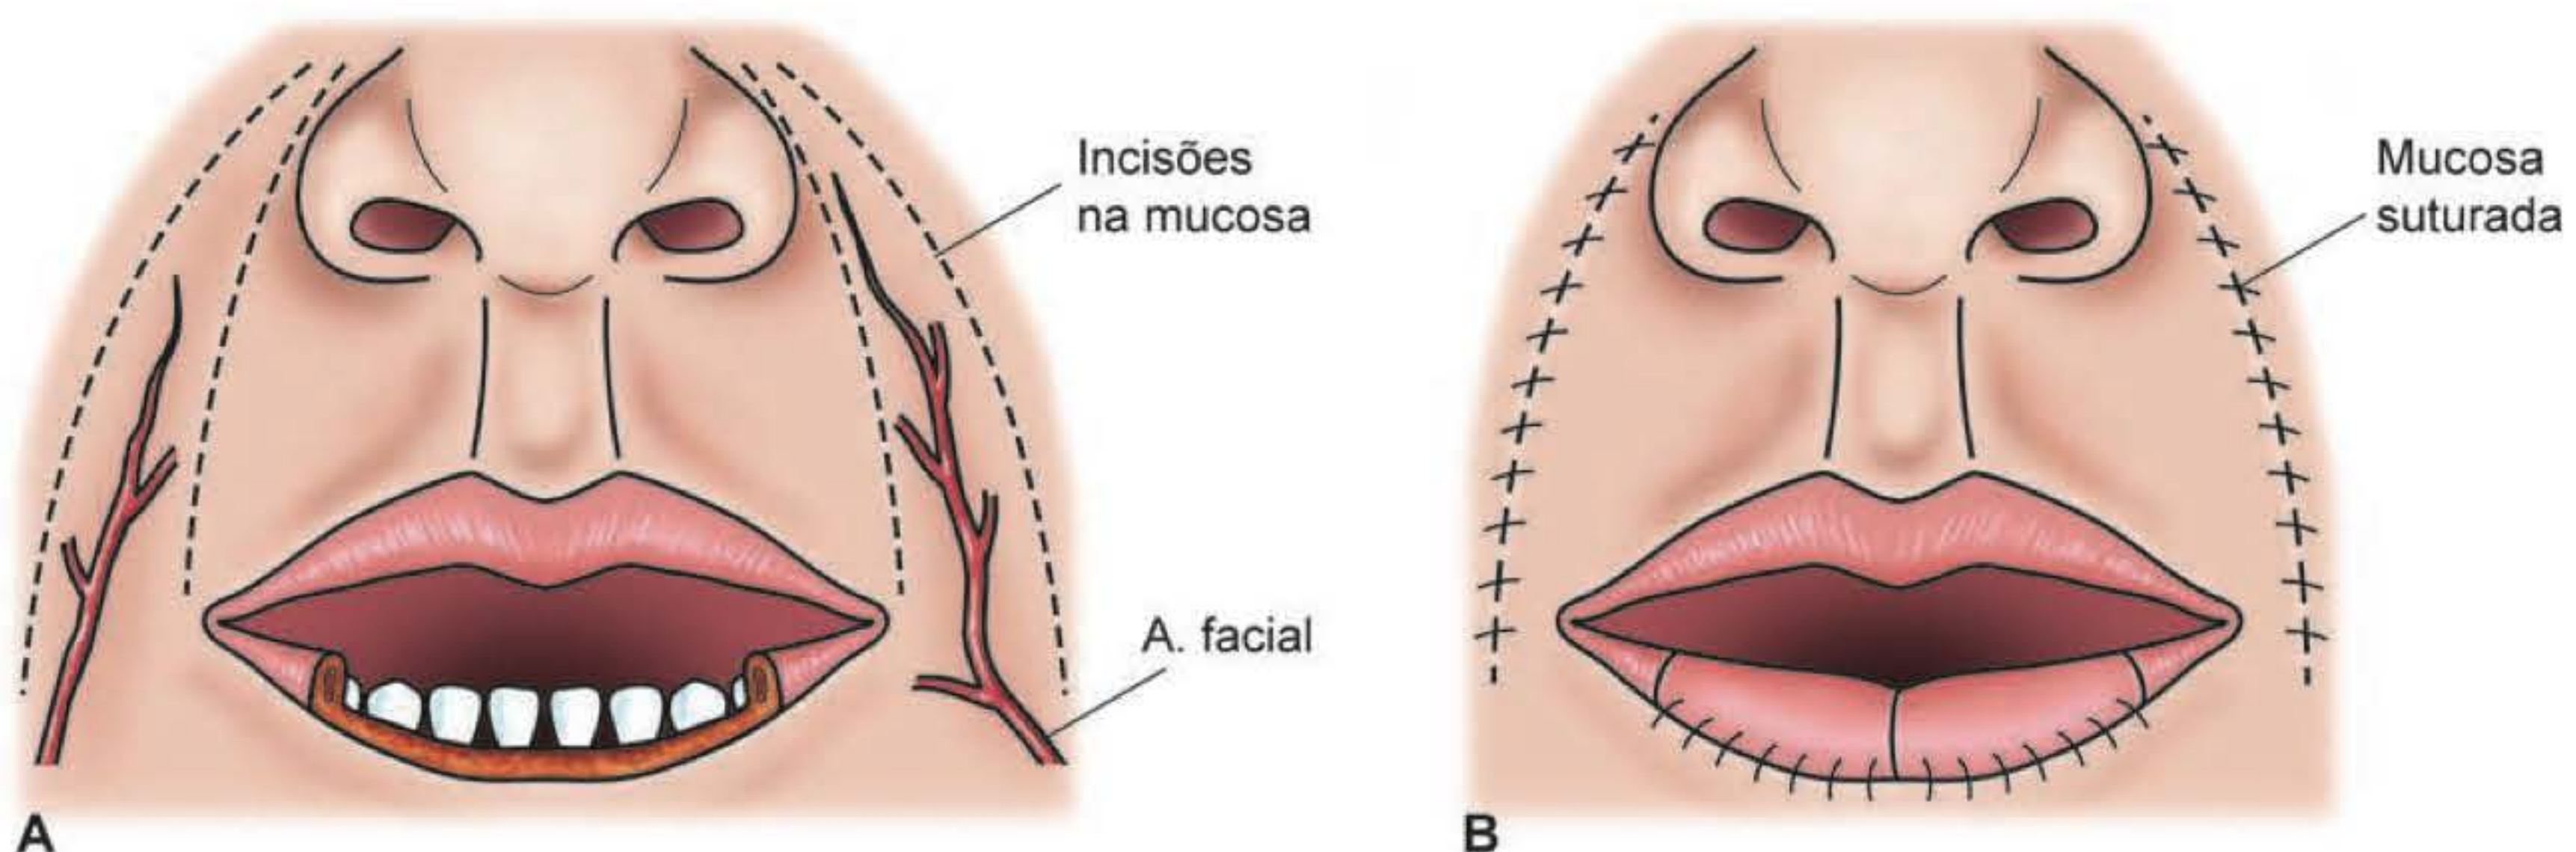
► A e B. FAMM *flap* – retalho miomucoso da artéria facial, após a localização com doppler da artéria facial. O retalho inclui a mucosa, artéria facial e músculo bucinador. Indicado para reparação do vermelhão labial. A área doadora é fechada primariamente.
